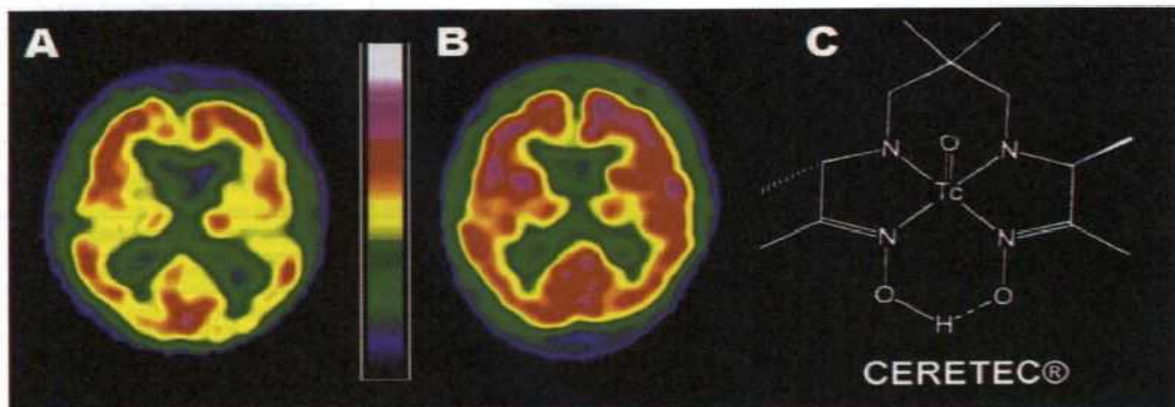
IRM et scintigraphie de perfusion cérébrale réalisée à l'aide du Cérétec.[48]
